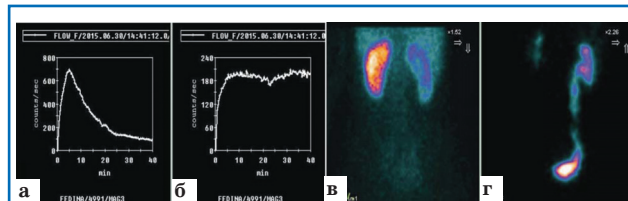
Нефросцинтиграмма при обструктивном мегауретере: а – кривая нормального типа; б – кривая обструктивного типа (динамическая нефросцинтиграфия); в – замедленное выделение РФП слева (статическая нефросцинтиграфия); г – накопление РФП в дистальных отделах мочеточника.
